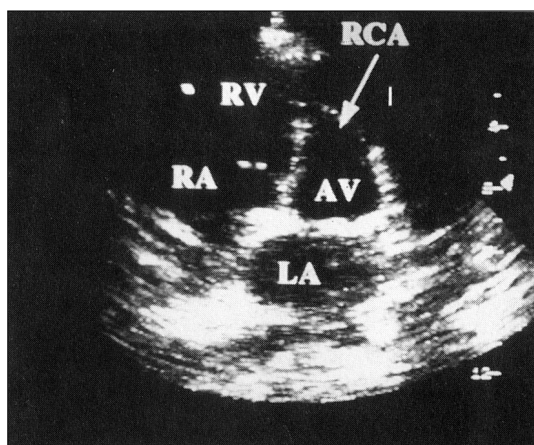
Transthoracic parasternal short-axis view shows right coronary artery flowing toward the right ventricle.
